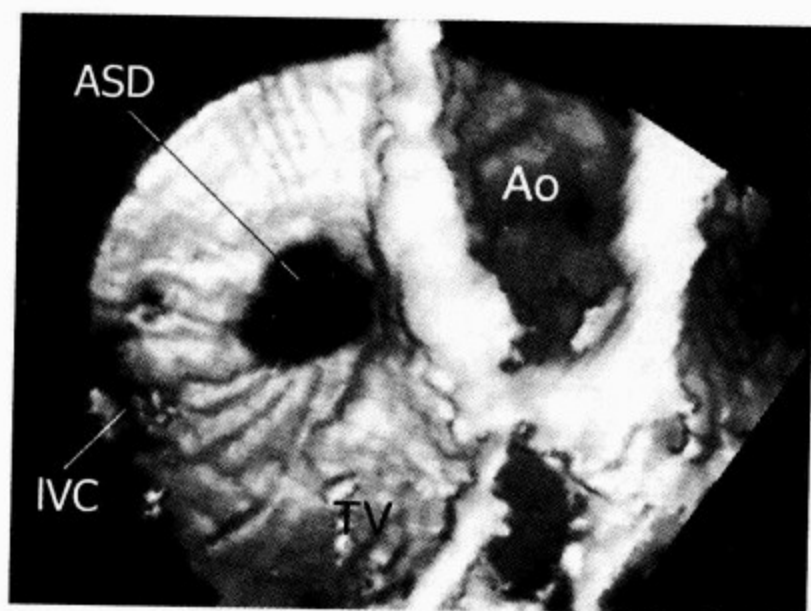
继发孔房间隔缺损(ASD)三维超声心动图
